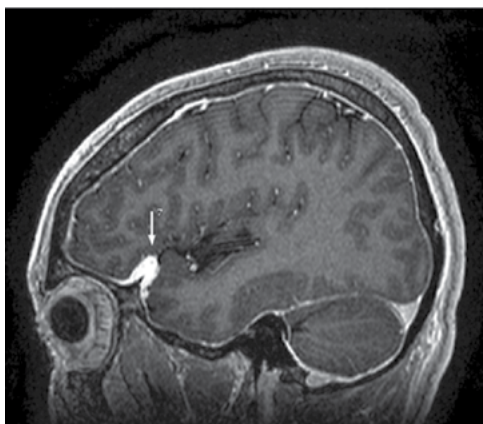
МРТ головного мозга, T-режим с контрастным усилением, сагиттальный срез; стрелкой показано утолщение твердой мозговой оболочки лобно-височной области
